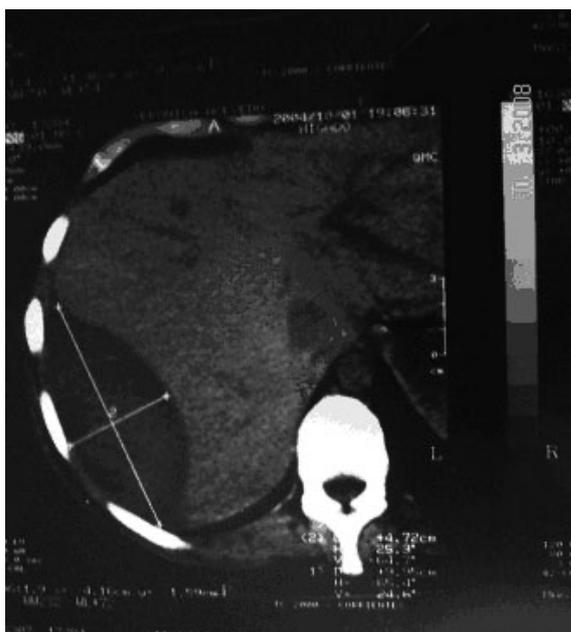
Tomografía Computada de abdomen, se visualiza hematoma hepático postpunción.
